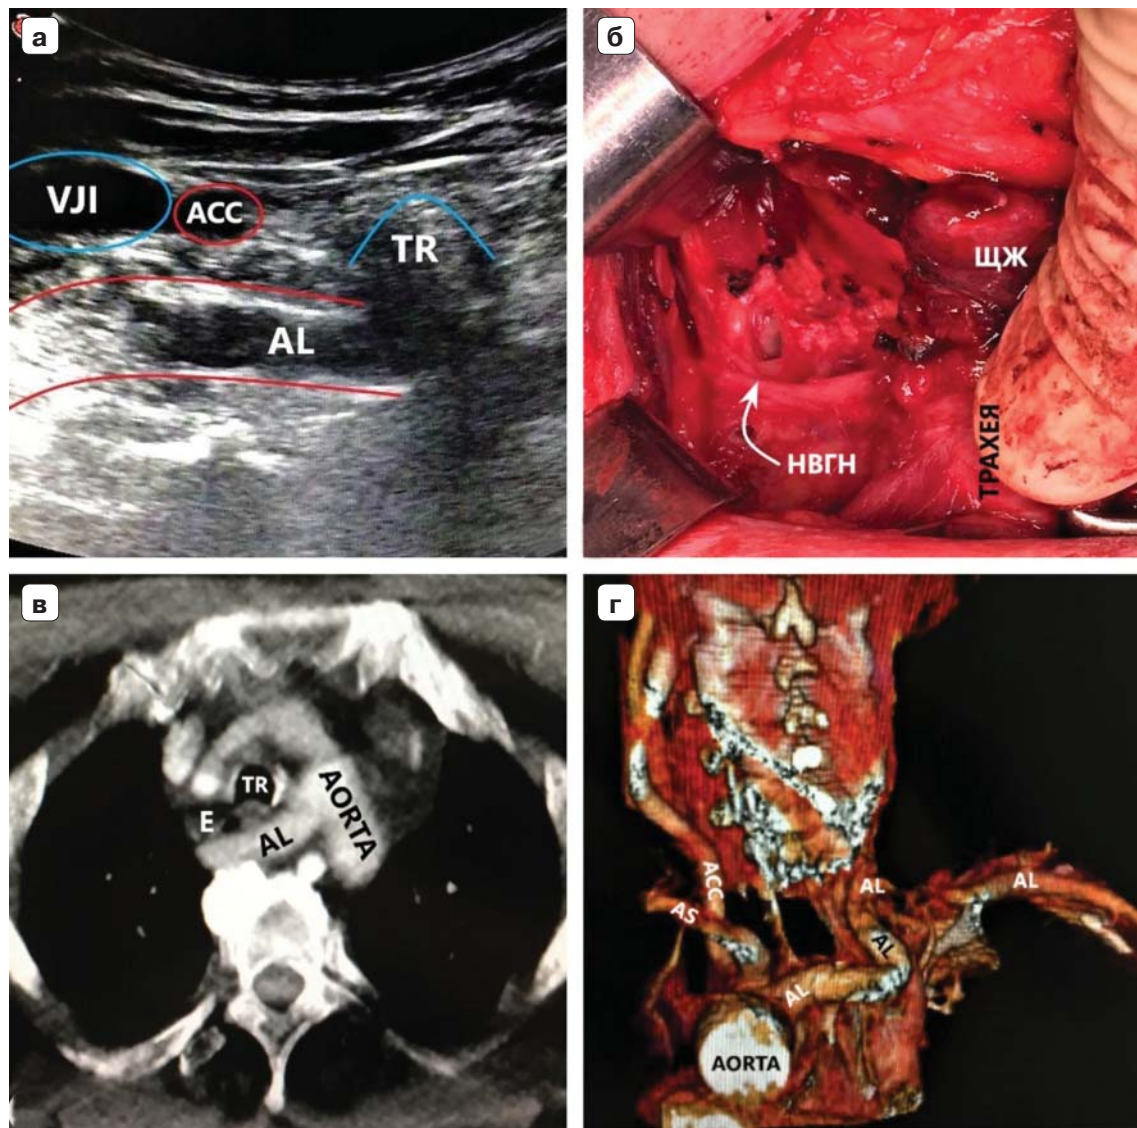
Пациентка 62 лет, ИМТ – 51,4. а – УЗИ сосудистого пучка правой половины шеи конвексным датчиком. AL “выходит” из-за трахеи и расположена практически горизонтально, высоко на границе шеи и верхнего средостения. б – интраоперационная картина. НВГН IIA типа (по Avisse–Toniato) имеет горизонтальный ход. в – аксиальный КТ-скан с ангиографией сосудов дуги аорты. AL располагается позади трахеи и пищевода. г – компьютерная трехмерная реконструкция (вид сзади). AL является последней, четвертой ветвью дуги аорты. ACC – arteria carotis communis (A – dexter, D – sinister), TR – trachea, E – esophagus. VJI – vena jugularis interna dexter, AS – arteria subclavia sinister.
